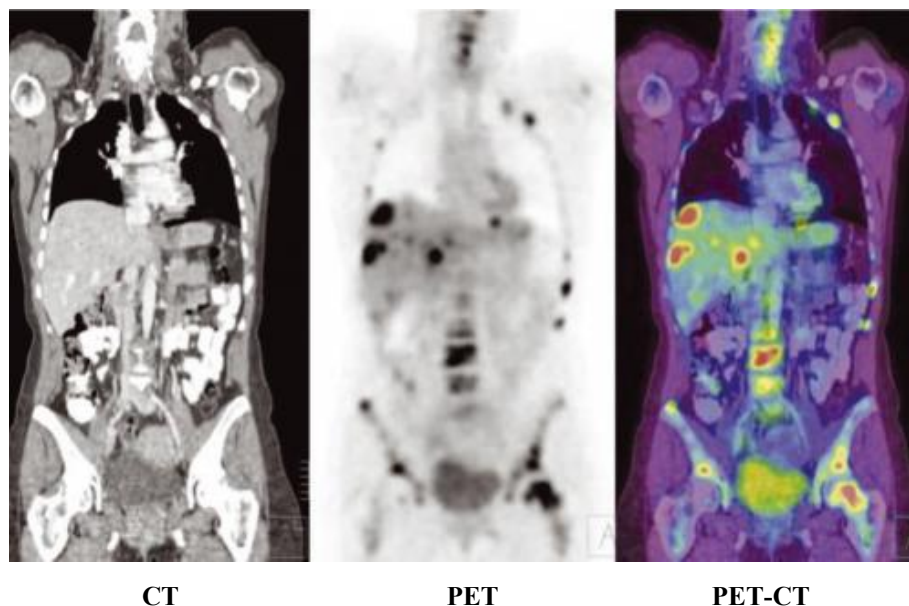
Metastaze diseminate la nivel osos (coaste, coloană vertebrală, cap femural) și hepatic, foarte evidente pe imaginile PET (^{18}F FDG) și PET-CT, comparativ cu imaginile CT [25].
